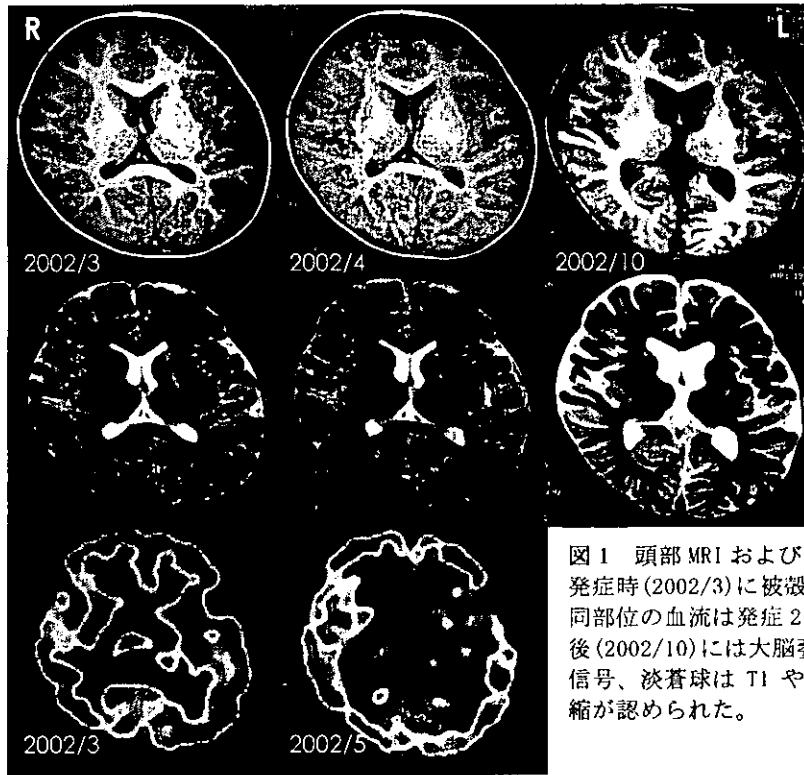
頭部MRIおよびHMPAO-SPECT経時変化
